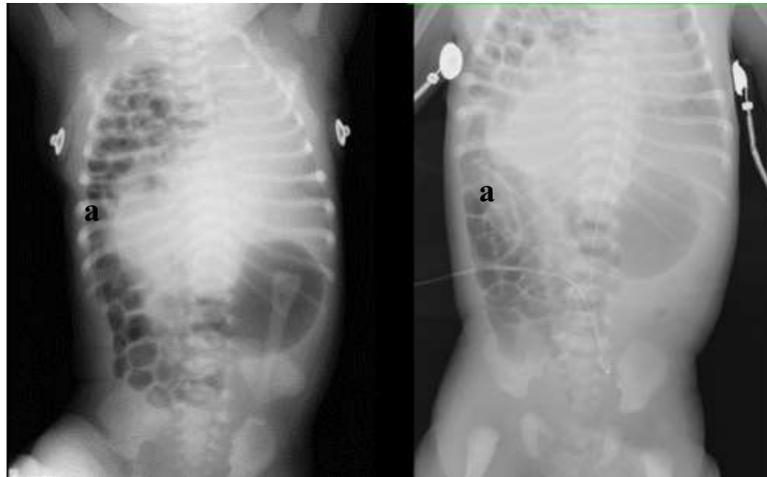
Radiografía de tórax AP.
